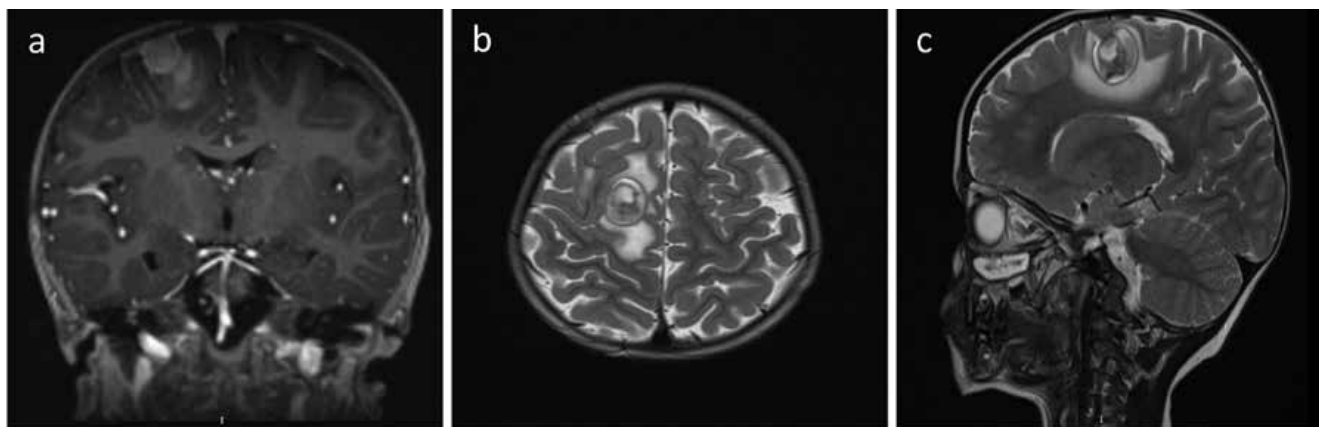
МРТ головного мозга с контрастным усилением: в конвекситальных отделах правой лобной доли выявляется объемное, двухузловое образование общими размерами 29 × 2,0 × 26 мм (8 см³): а, б, с.
